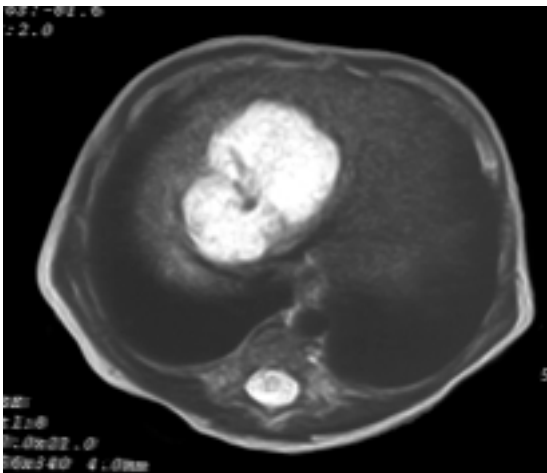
Größeres Hämangiom der Leber im MRT (ohne Kontrastmittel) bei einem sechs Tage alten Neugeborenen
